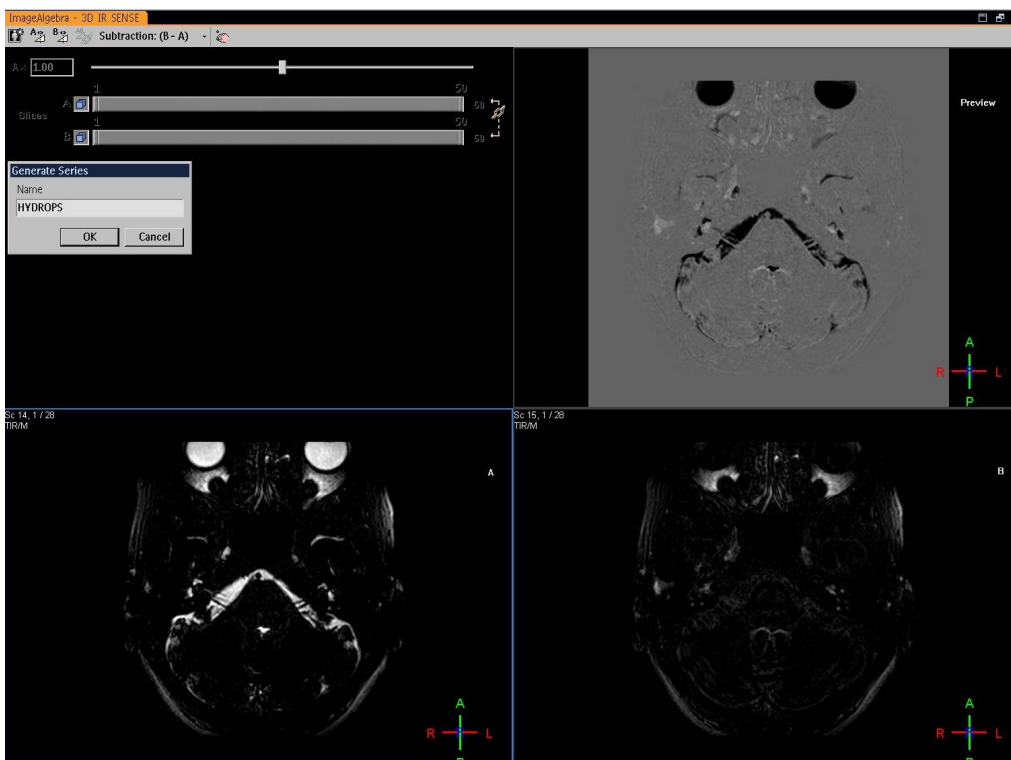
Software Philips – Image Algebra – Subtração T1 3D IR – 3D FLAIR = *sHydrops*
